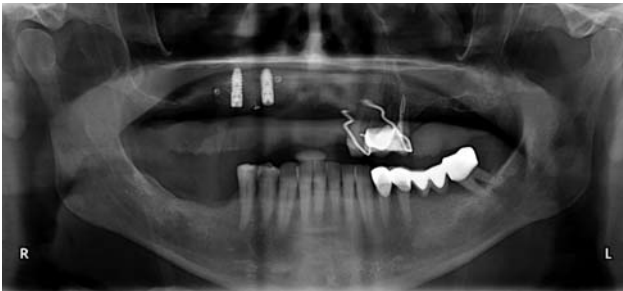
Postoperative Orthopantomogrammaufnahme.
